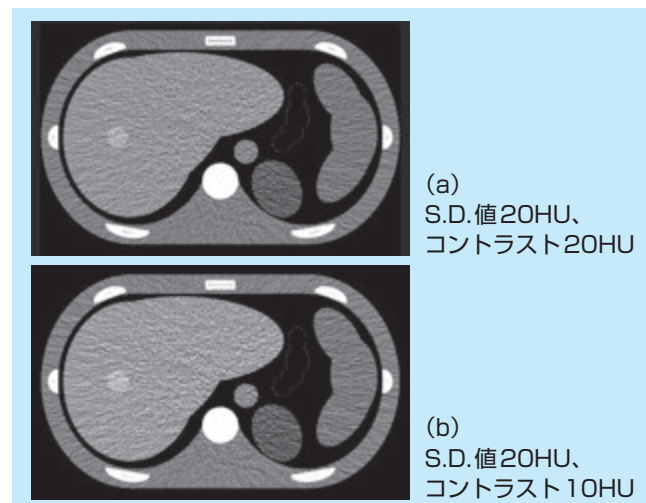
ノイズ(CT値の標準偏差:S.D.)を指標として作成したvirtual liver phantomの画像
